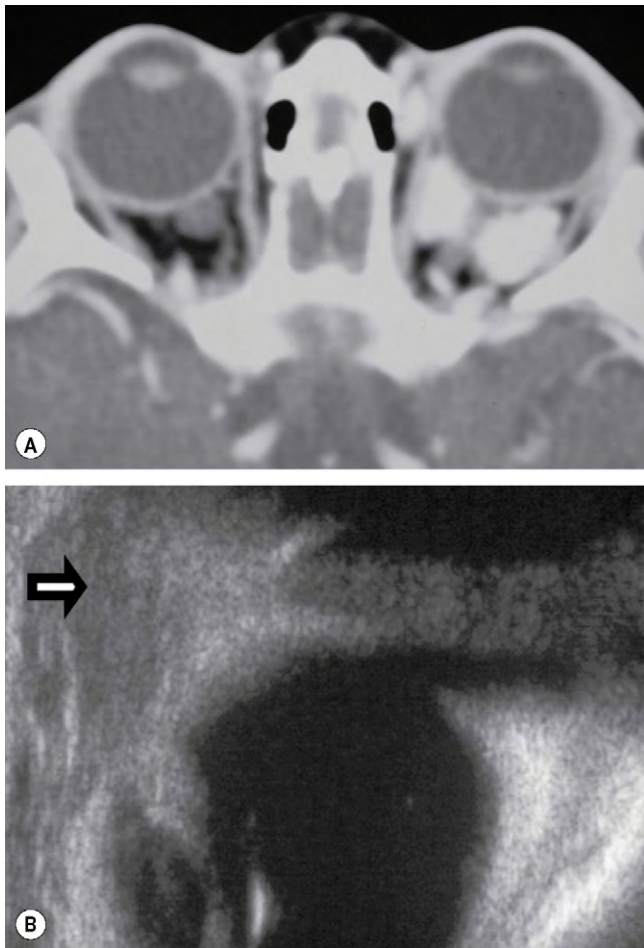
Imágenes de un hemangioma capilar. (A) La TC axial realizada muestra una masa de partes blandas orbitarias intraconales homogénea; (B) ecografía de una lesión preseptal con un componente intraorbitario.
